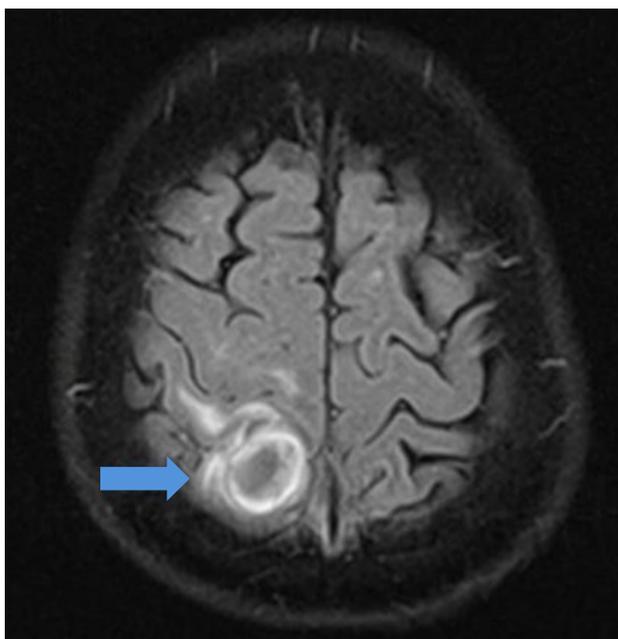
RMN cerebral en secuencia T2 control en corte axial a los 38 días. Se evidencia colección abscedada con nódulo mural en giro post-central superior de lóbulo parietal derecho.
